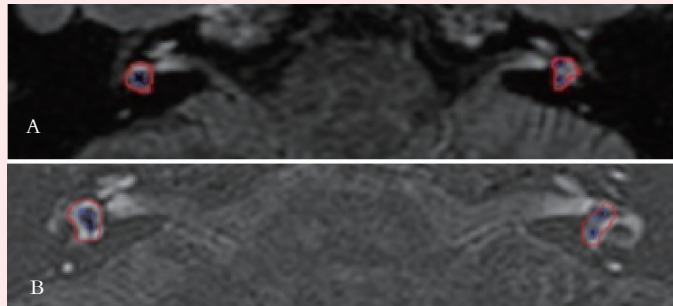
1 名 50 岁右侧梅尼埃病患者术前和术后的 3D-FLAIR MRI 显影，术后 2 年的眩晕控制达到 A 级
